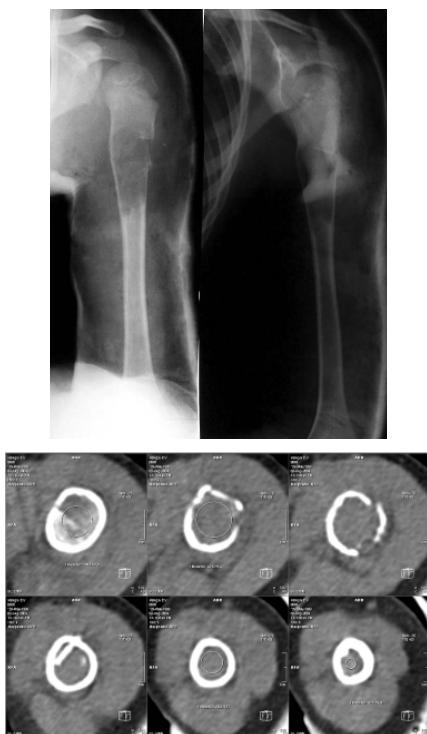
Рентгенограммы и томограммы больного К., 5 лет. Диагноз: солитарная киста проксимального отдела левой плечевой кости, патологический перелом.
